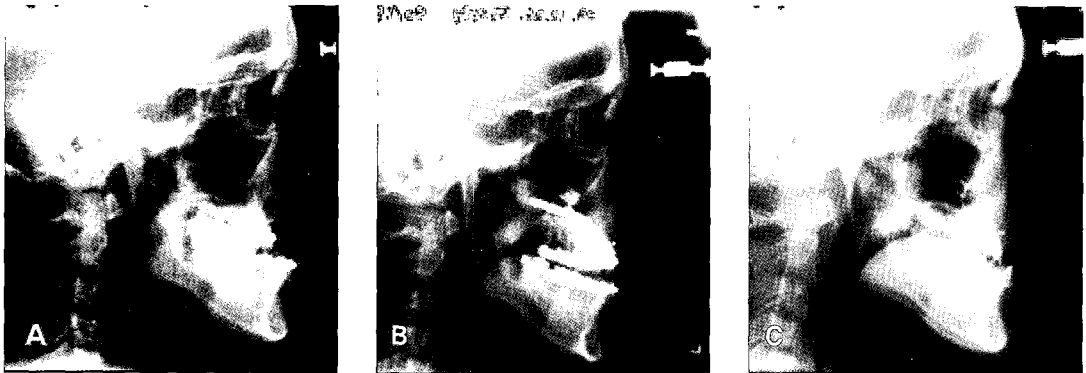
두 번째 환자의 A, 수술전 측모두부방사선사진. B, 견인후 측모두부방사선사진. 견인장치가 교합면에 평행하지만 상악의 저항중심보다 약간 하방에 위치되었다. C, 골신장술 1.5년 후 측모두부방사선사진. 경화기후 견인장치 제거와 동시에 고정판으로 골절단부를 고정하였다.
